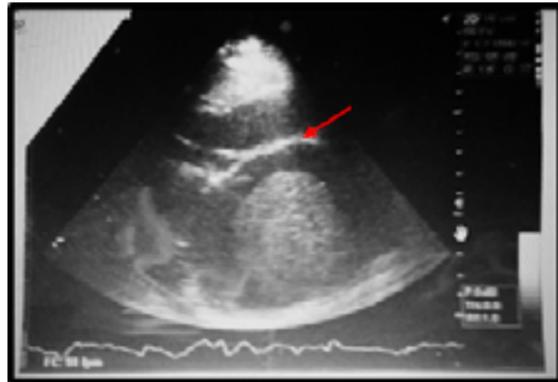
Ecocardiograma transtorácico realizado el día 13/01/2021. - Estenosis mitral severa con presencia de un trombo esférico flotante en la AI. Fuente: Unidad de Corazón, Pulmón y Vasos del Centro Clínico San Cristóbal.
